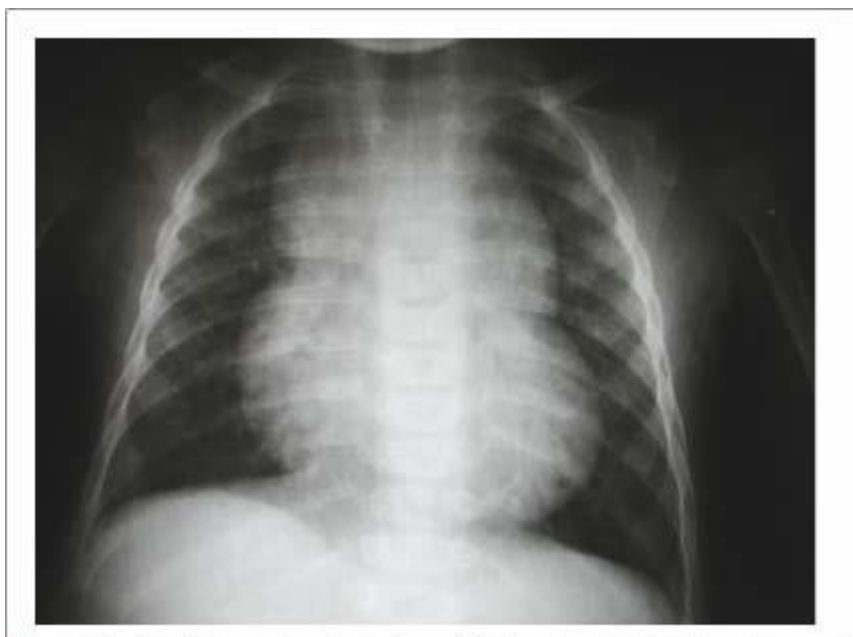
Radiographic image showing cardiomegaly due to enlarged right cavities and increased pulmonary arterial net, in addition to the “snowman” morphology, usually observed in cases with total anomalous drainage of the pulmonary veins.
